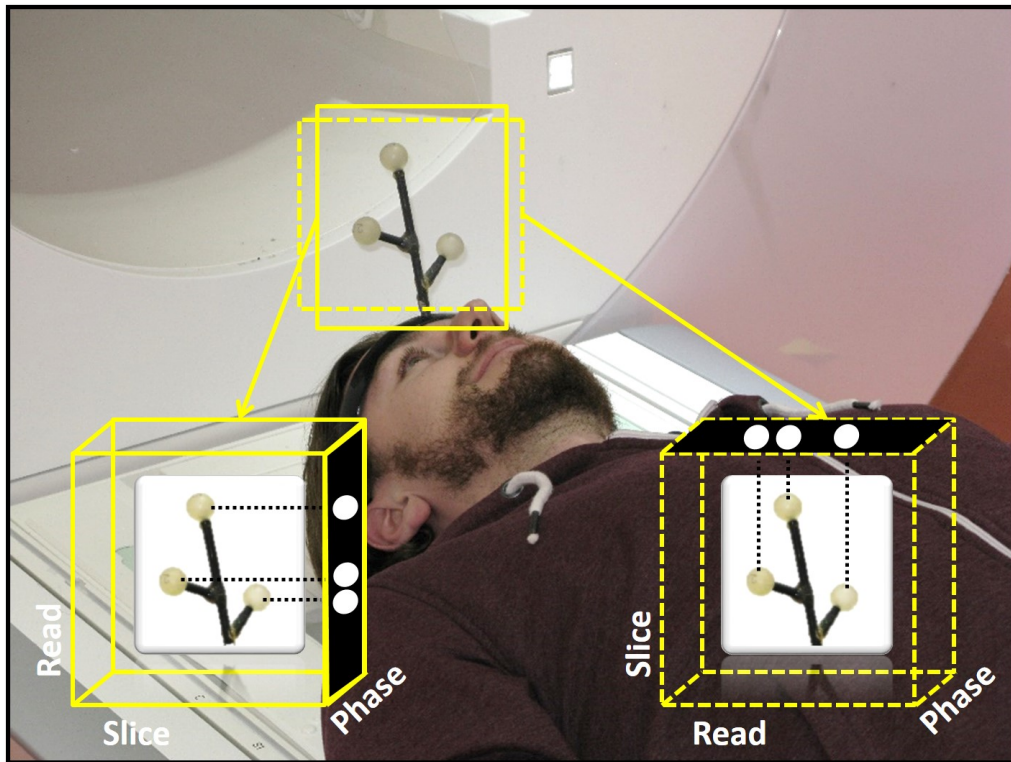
Der Marker wird am Kopf des Patienten, der sich entweder in Rücken- oder Bauchlage auf der Patientenliege befinden kann, durch einen Klammerring angebracht. Zur zusätzlichen Stabilisierung am Kopf können elastische Bänder eingesetzt werden. Das Wohlbefinden des Patienten wird durch dieses Setup nur sehr gering beeinflusst. Die MRT-aktiven Kugeln werden durch die Navigatorsequenz auf zwei orthogonale Ebenen projiziert. Um die Messung zu beschleunigen, wird das FOV in Richtung der Phasenkodierung auf den Durchmesser der Kugeln reduziert.
